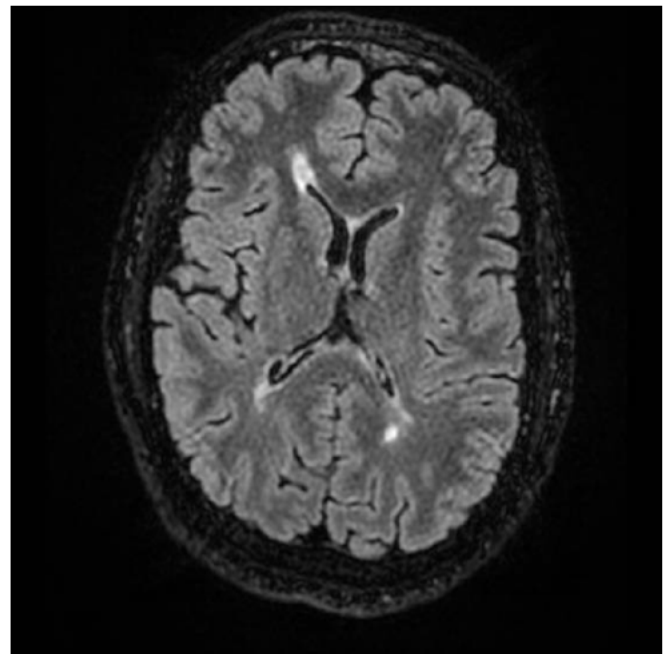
RMN cráneo. Lesiones desmielinizantes periventriculares en RMN de cráneo de control.
